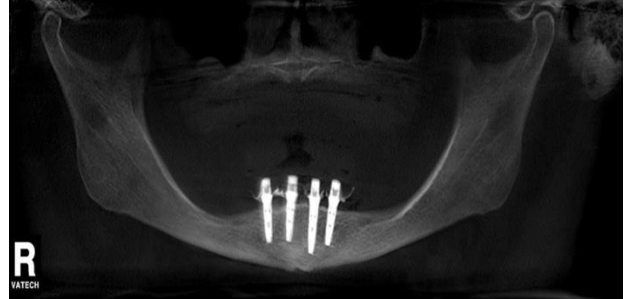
Пациент А., Ортопантомограма до початку лікування
